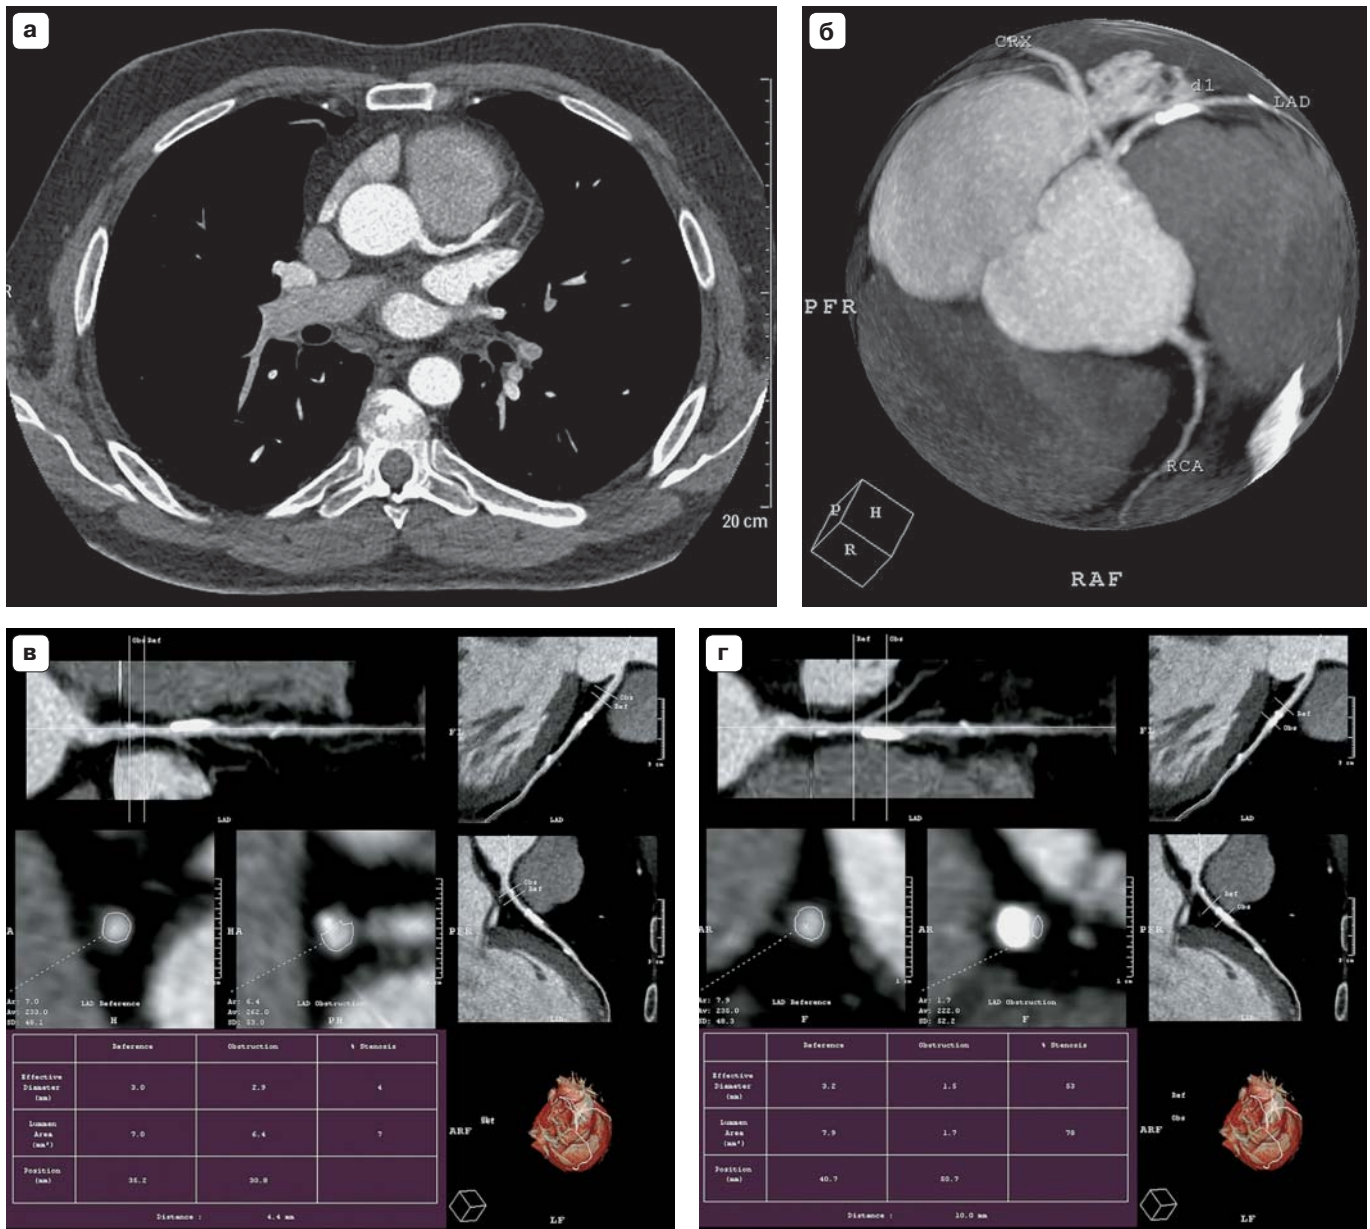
МСКТ-коронарография.
